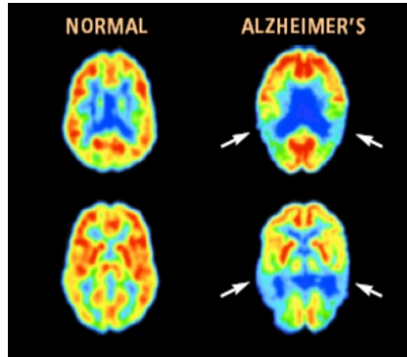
Diagnóstico de la enfermedad de Alzheimer mediante el PET. A la izquierda se observa un cerebro en condición normal y a la derecha un cerebro con la condición de Alzheimer, donde se observa las regiones indicadas con flechas, con metabolismo disminuido.
